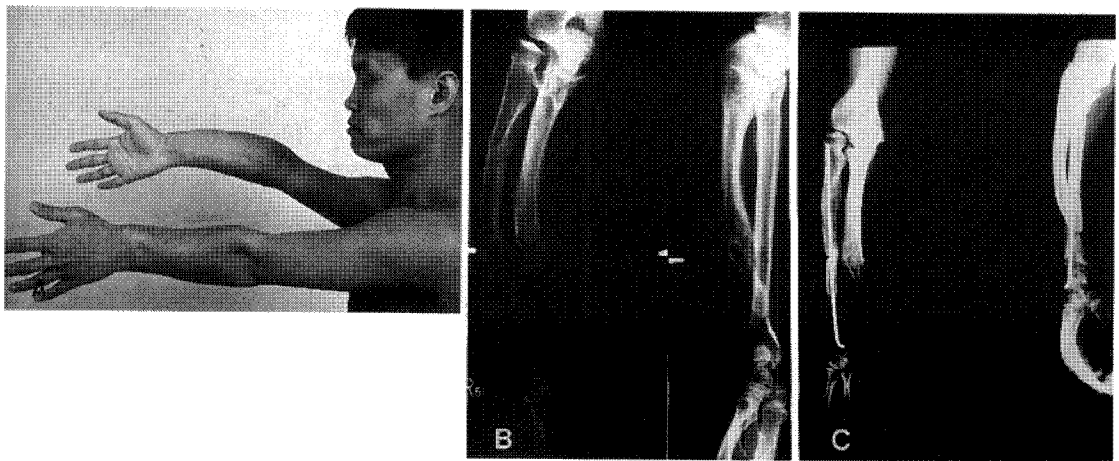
Patient complained deformity of cubitus varus(A). Roentgenogram revealed short deformed ulna(B). After double level corticotomies, deformity was corrected(C).
